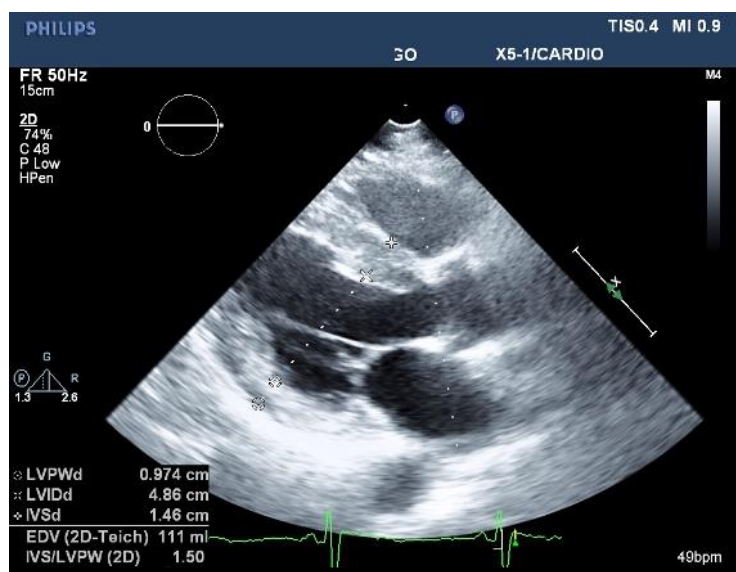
Ecocardiograma realizado em Junho de 2015, plano de paraesternal eixo longo em 2D, incluindo medições. IVSd – Espessura do septo interventricular na diástole
